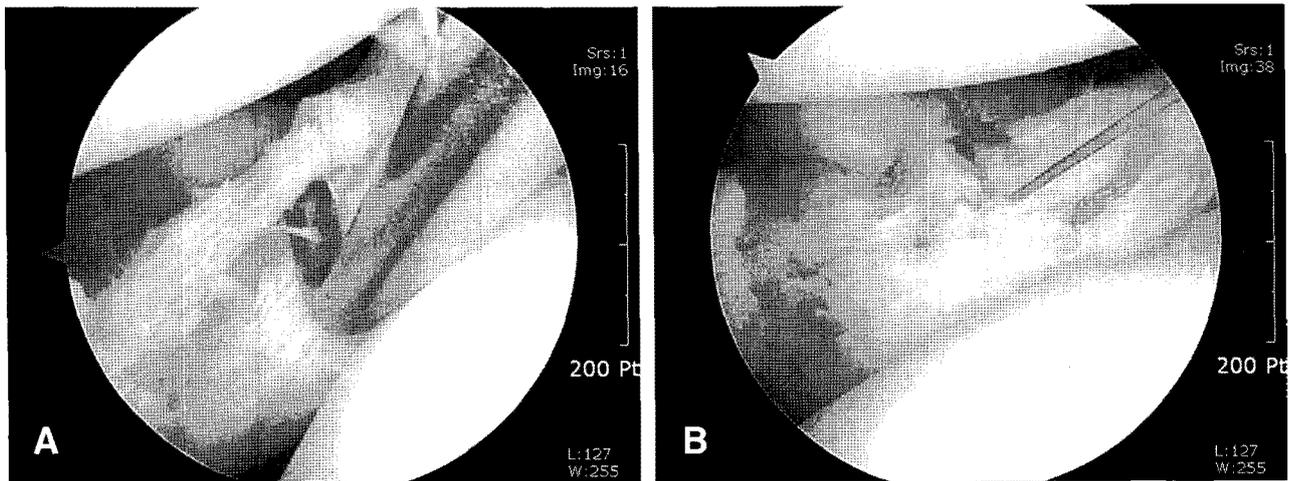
수술 당시의 관절경 사진과 수술 전 MRI
